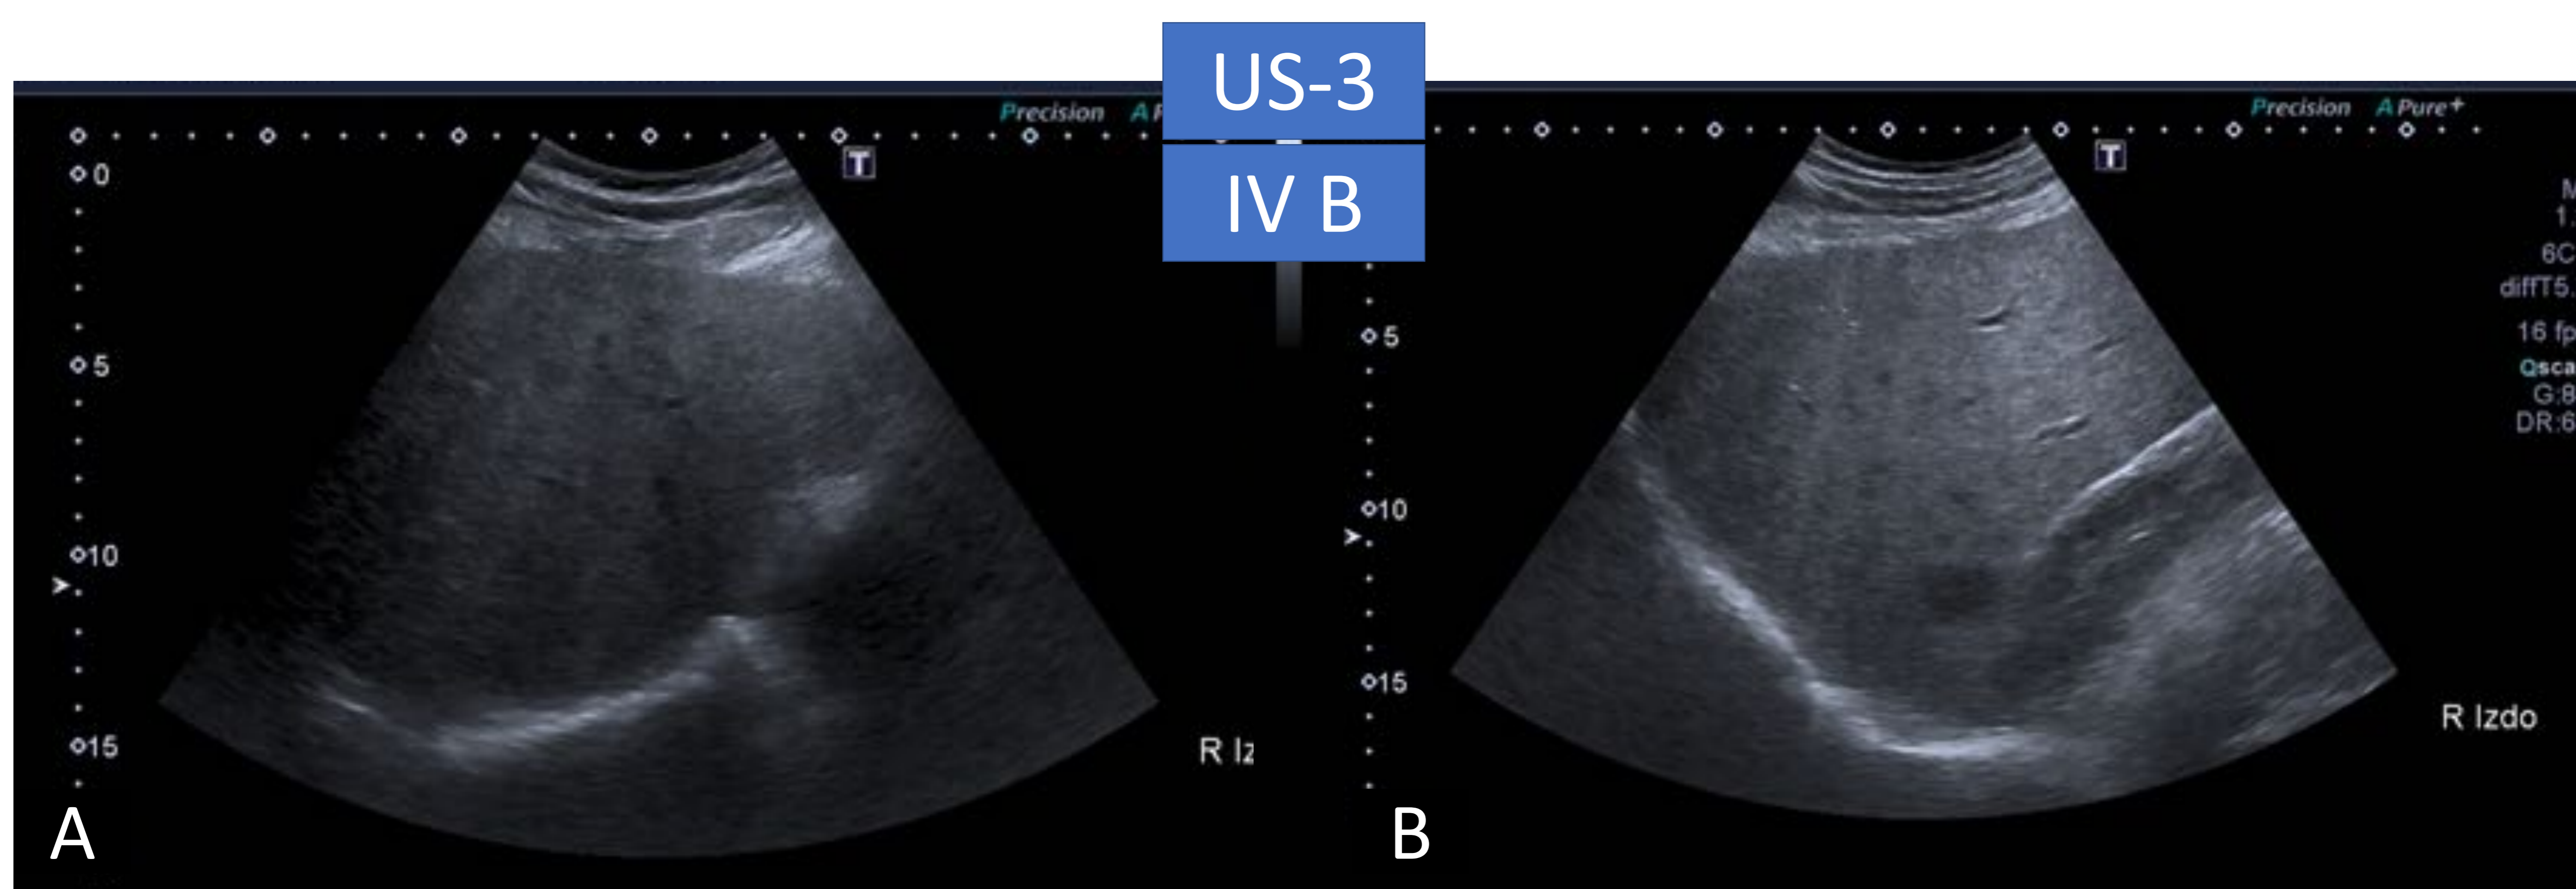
Paciente con antecedentes de hepatopatía por VHC y alcoholismo crónico. En la US de cribado se identifican hallazgos de hepatopatía crónica. En algunos cortes axiales (A) el parénquima hepático se muestra moderadamente heterogéneo con borrado de algunas áreas diafragmáticas y hepáticas, hallazgo que podría clasificarse como índice de visualización (IV) B: limitaciones moderadas. En otro corte axial (B) se observa una lesión focal hipocogénica en segmento hepático VI de aproximadamente 2 cm, compatible con US-3. Se realizó RM hepática que confirmó el diagnóstico de HCC.
